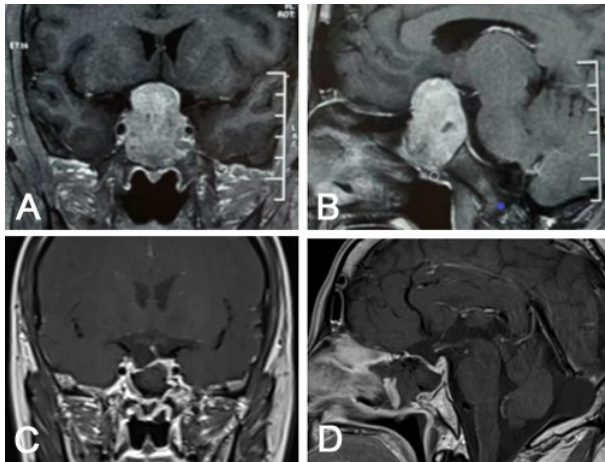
本文垂体大腺瘤经鼻蝶入路神经内镜手术前后增强 MRI 表现
